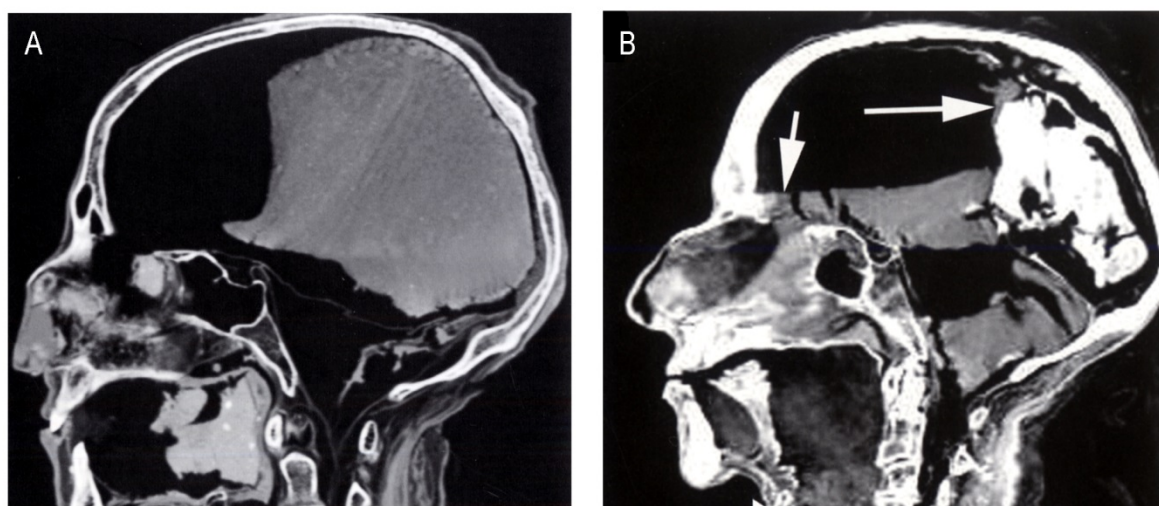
A. TAC sagital de la momia de Ramses III; B. Plano sagital del TAC del cráneo de la momia de Yuya (Hawass & Saleem, 2016)
